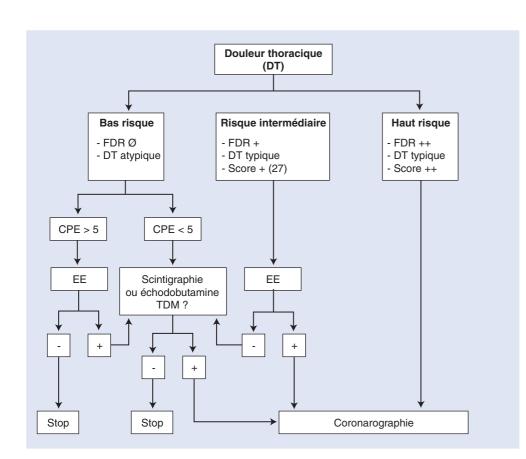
Arbre décisionnel. Prise en charge diagnostique d'une douleur thoracique chez la femme. FDR: facteurs de risque; EE: épreuve d'effort; CPE: capacité présumée d'effort (METs); TDM: scanner coronaire.
